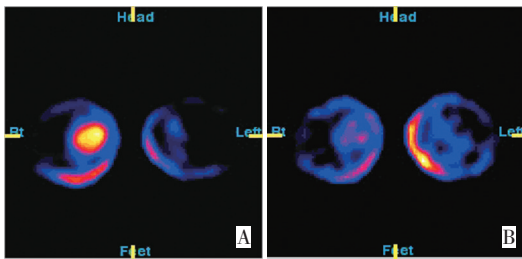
$^{99m}\text{Tc}$ -MIBI double phase tomography was “negative” (Early imaging T/NT=1.1/1, Delayed imaging T/NT=1.1/1) in the normal control group
